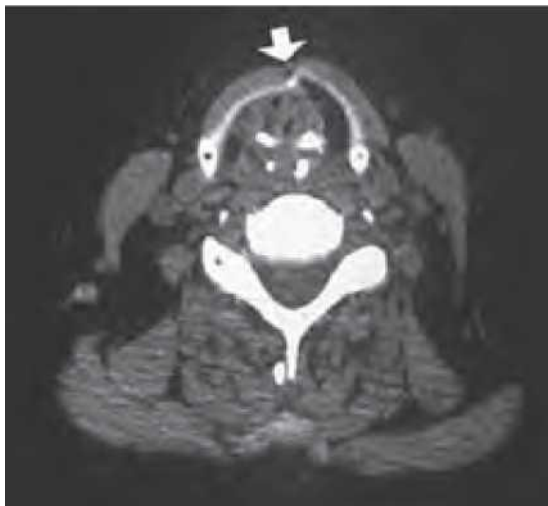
Tomografie computerizată (CT) care dezvăluie o fractură paramediană (vezi săgeata) în urma unui traumatism laringian acut. (Prin amabilitatea lui Andrew N. Goldberg, MD, Universitatea din California, San Francisco.)
